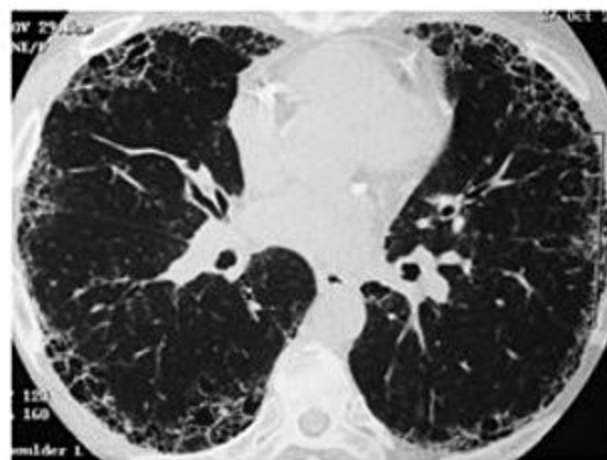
Tomografia computadorizada de tórax de alta resolução de paciente com fibrose pulmonar idiopática: opacidades reticulares, bronchiolectasias de tração e faveolamento de predomínio em bases e na periferia.
